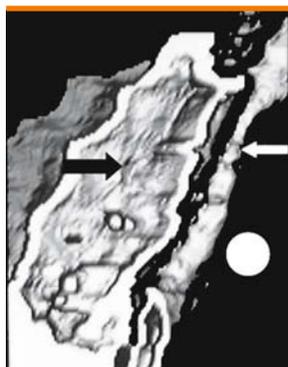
Tracheomalacia intrinseca. TAC spirale: ricostruzione 3D di una trachea con TMI (freccia bianca). La lesione è al di sopra del piano aortico (cerchietto bianco). È visibile posteriormente un grande esofago atonico (freccia nera) che concorre alla protrusione parietale posteriore. Caso personale
